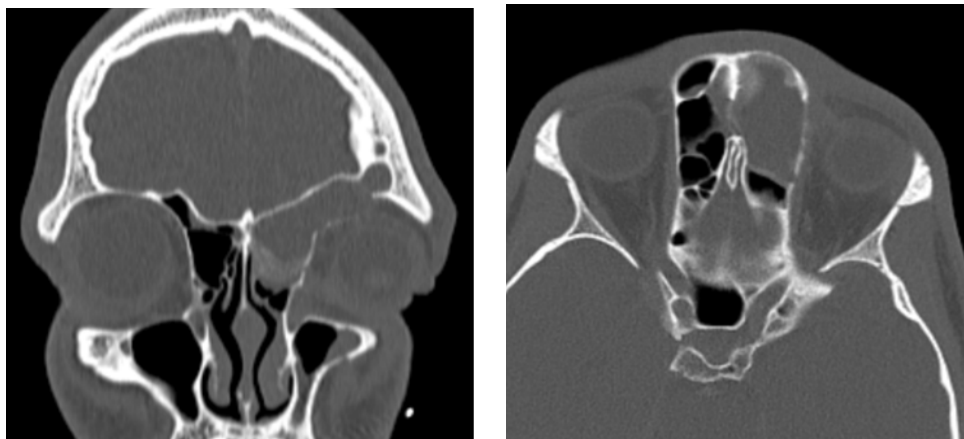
КТ околоносовых пазух (костное электронное окно, корональная и аксиальная плоскости). Левая лобная пазуха totally заполнена содержимым с ремоделированием и склерозом костных стенок
